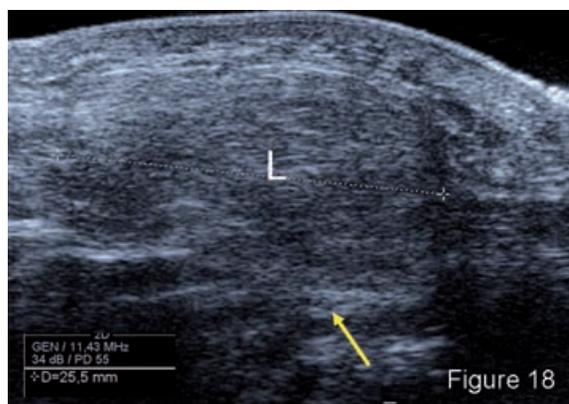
Coupe échographique transversale de la loge hypothénar objectivant une masse hyperéchogène bien délimitée (L) correspondant à un lipome. La branche superficielle du nerf ulnaire est refoulée par la masse (flèche jaune).
